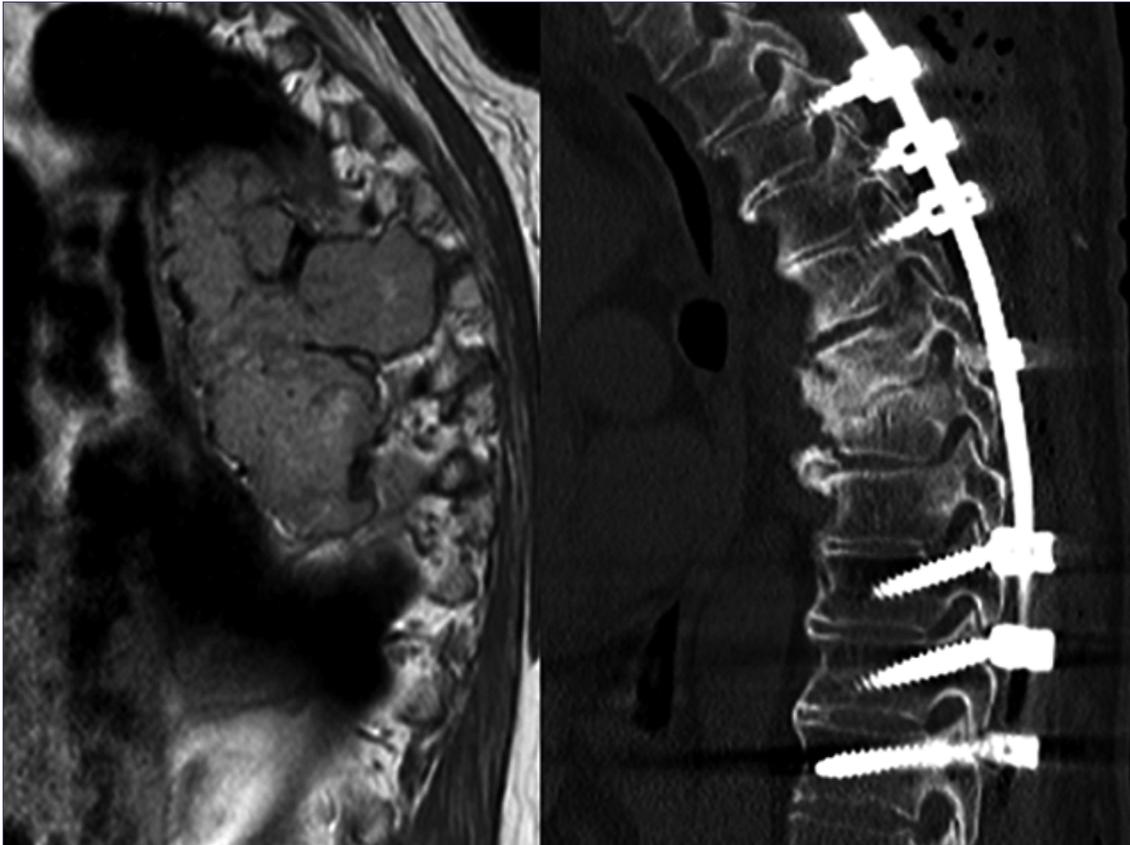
Proyección lateral en resonancia magnética(T2) que muestra metástasis de tumor renal de células claras; B. Muestra proyección sagital en tc de columna dorsal posoperatoria posterior a fijación de columna percutánea.
